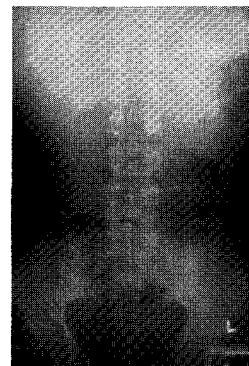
KUB X-ray of Case 2.
